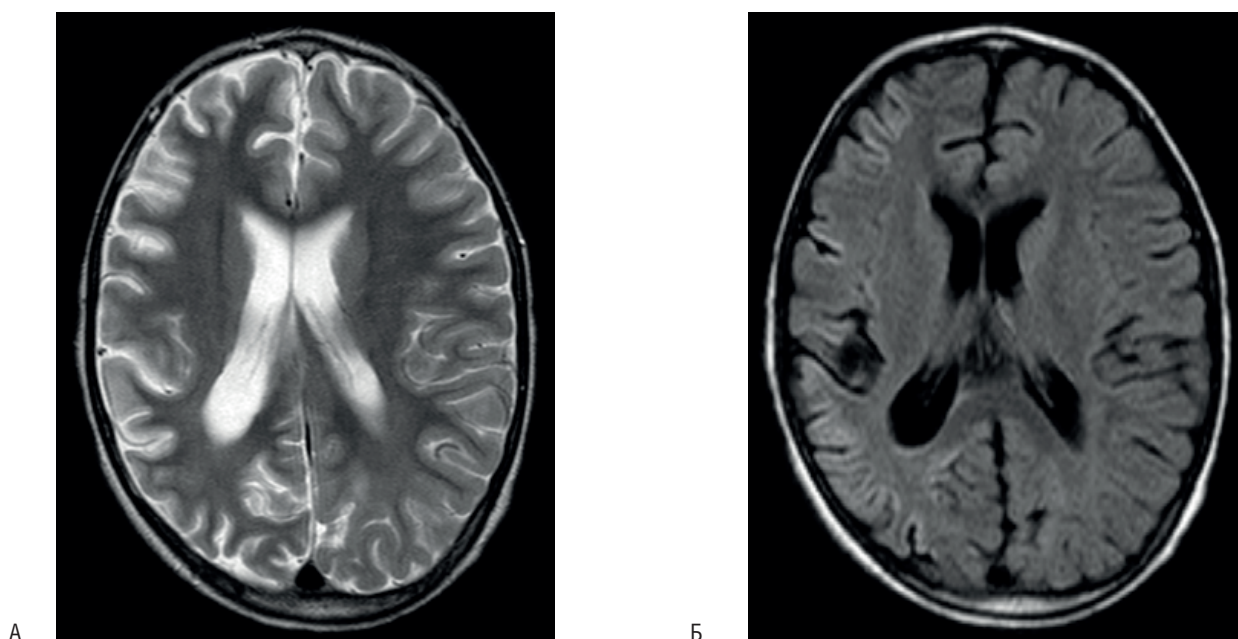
Пациент 2, Владимир С. МРТ (А – T2, Б – FLAIR) через 3 мес. после эпилептического статуса. Признаки атрофии правого полушария.
